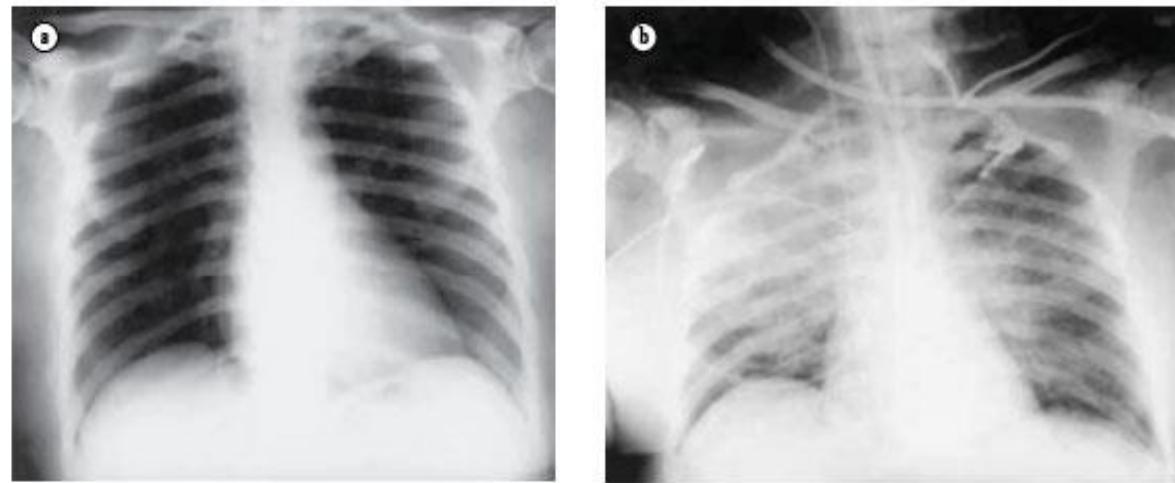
Radiografia, antes e depois da transfusão de sangue, de um paciente com TRALI. Infiltrado pulmonar bilateral com edema de pulmão é um critério essencial para diagnóstico clínico da TRALI. Radiografias podem ser desiguais nas primeiras horas seguidas da transfusão, com progressão do infiltrado alveolar e intersticial presentes no pulmão inteiro. Resultados radiológicos tendem a ser mais específicos do que resultados de exames físicos. TRALI: *transfusion-related acute lung injury* (lesão pulmonar aguda associada à transfusão).
